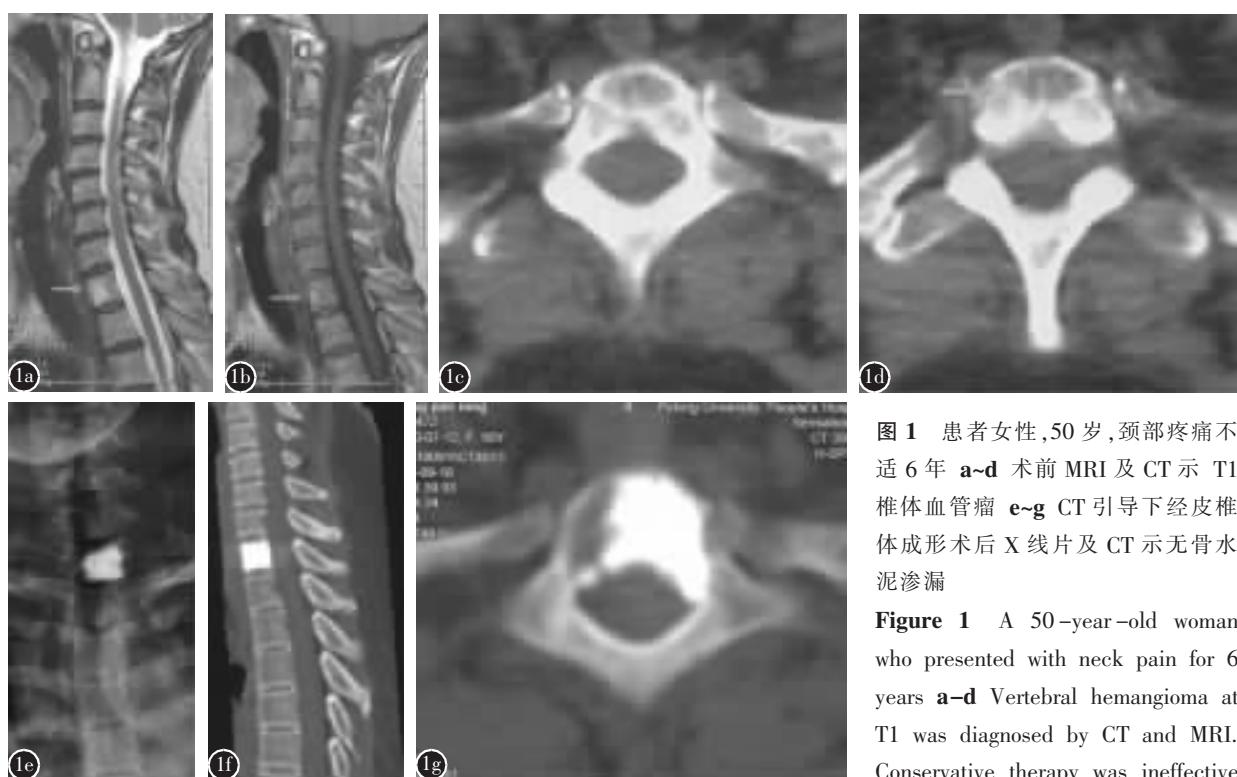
患者女性,50岁,颈部疼痛不适6年 a-d 术前 MRI 及 CT 示 T1 椎体血管瘤 e-g CT 引导下经皮椎体成形术后 X 线片及 CT 示无骨水泥渗漏
